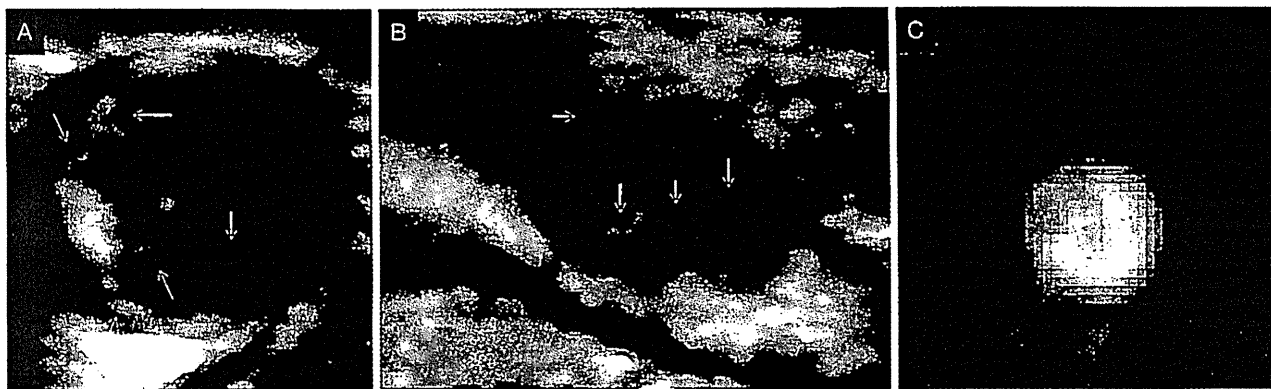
ソナゾイド造影剤を用いた頸動脈エコー
